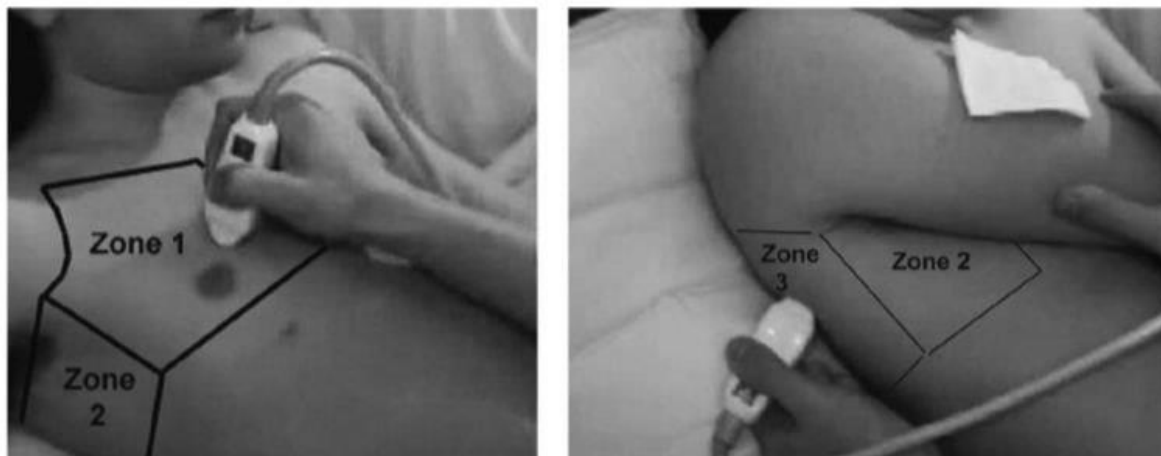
Zones d'exploration de l'échographie pulmonaire par Lichtenstein (9)
